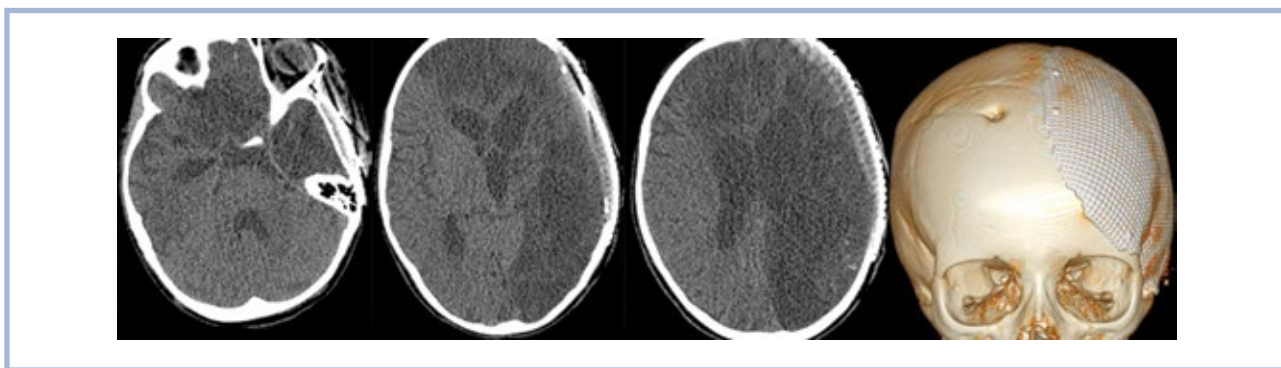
Пациентка Э., 8 лет. КТ головного мозга (через 2 года после аСАК). Кистозно-глиозные изменения левого полушария и в бассейне передней мозговой артерии справа.
